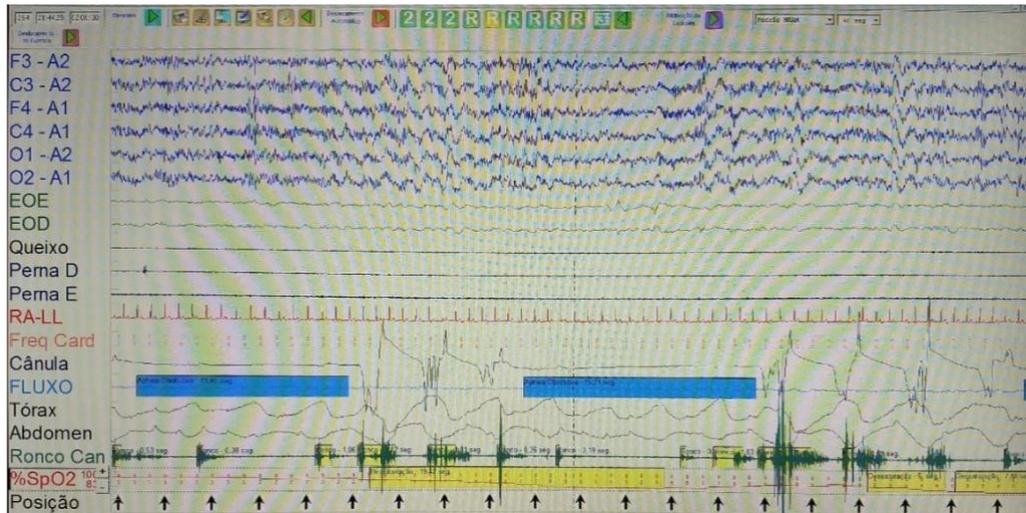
Tela representativa de exame de polissonografia tipo I. Fonte: Arquivo pessoal
